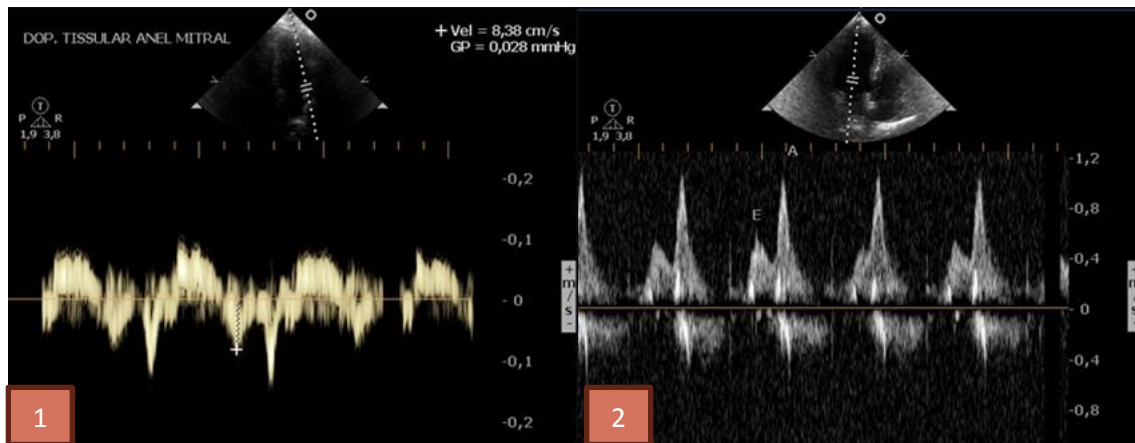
Disfunção diastólica tipo déficit de relaxamento: $E < a$ (doppler tissular e doppler pulsado)
